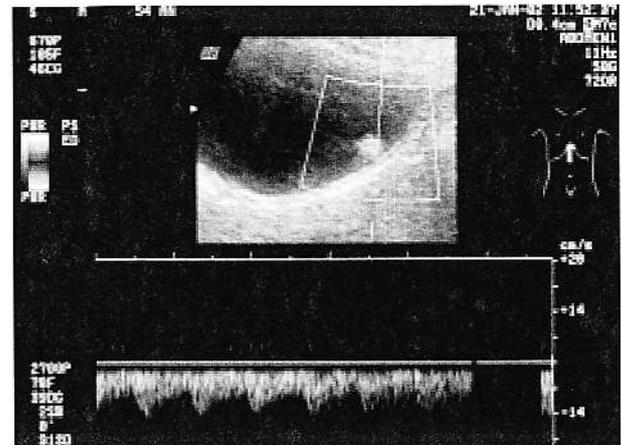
Flux de tip arterial în proximitatea peretelui inflamator al vezicii biliare (doppler pulsat, același pacient).
